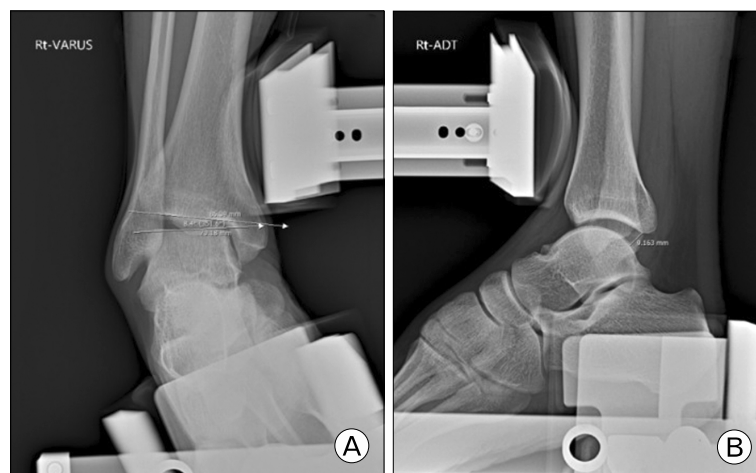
Radiography for stress view. (A) Inversion tilt angle and (B) anterior translation.
